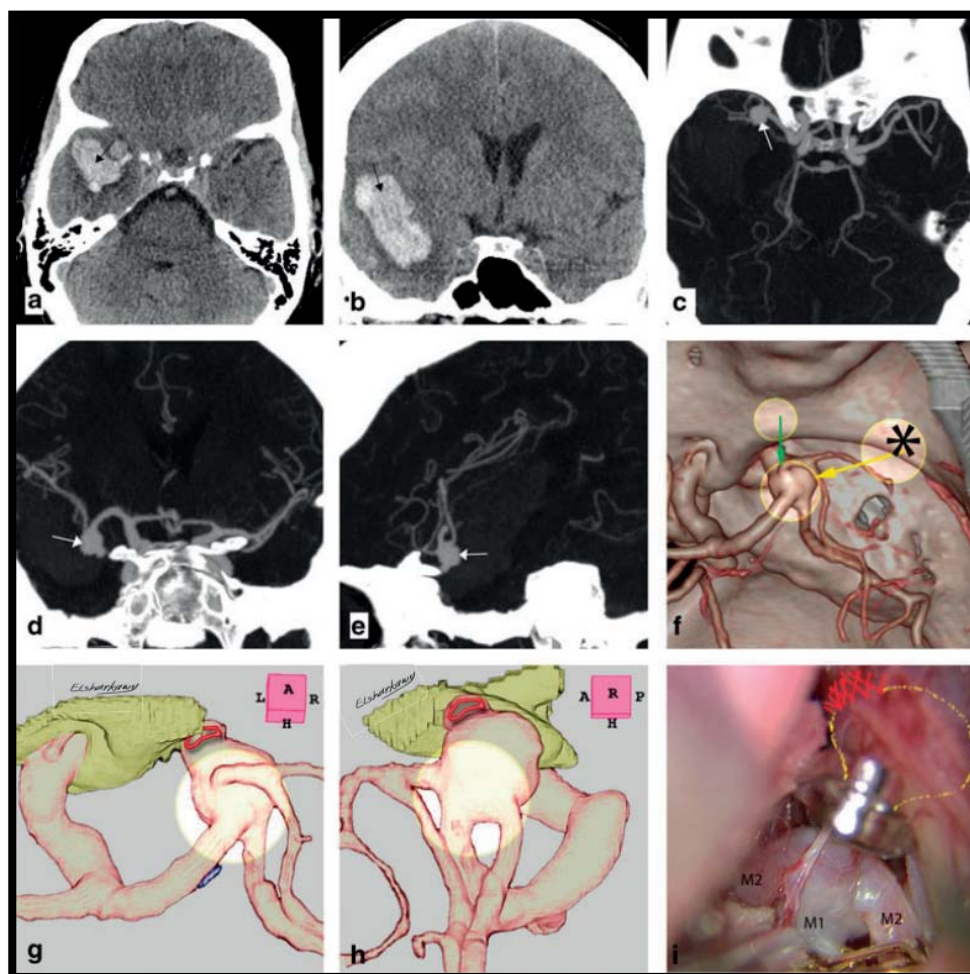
(106) : a :image axiale b : image coronale d'une TDM cérébrale illustrant un hématome temporal droit.
